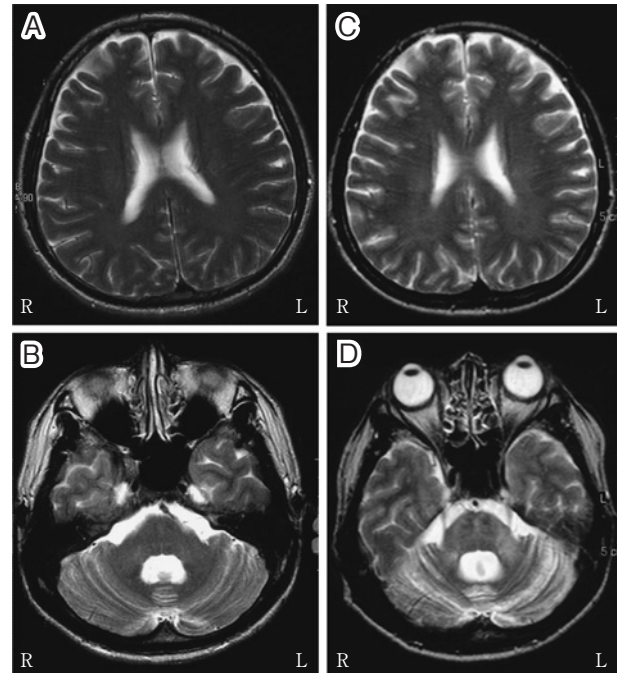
Brain MRI of this patient before (A, B: 1.5T, T2W/TSE, TR/TE = 4,000/108) and after (C, D: 1.5T, T2W/TSE, TR/TE = 4,550/100) HAART. Cerebellar atrophy had progressed slightly although clinical symptoms had remained stable. A few hyperintense areas were seen in the cerebral white matter lesion.
